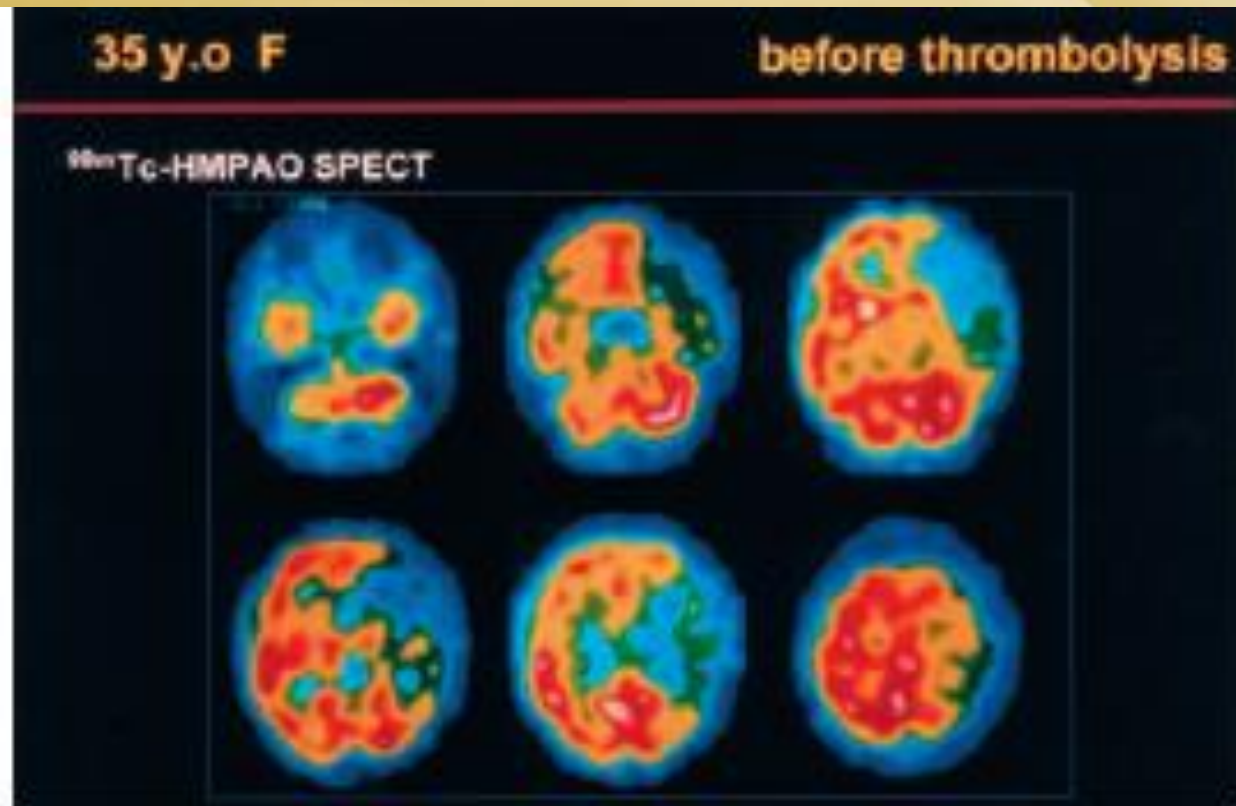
SPECT-HMPAO CBF study. A right-handed female had the acute onset of right hemiparesis and aphasia 5 hours previously. This study demonstrates decreased levels of CBF in the left frontotemporal region, but when comparing them to similar areas on the right, the ratio of counts suggests that the tissue is still viable, and thrombolysis may be of benefit.
